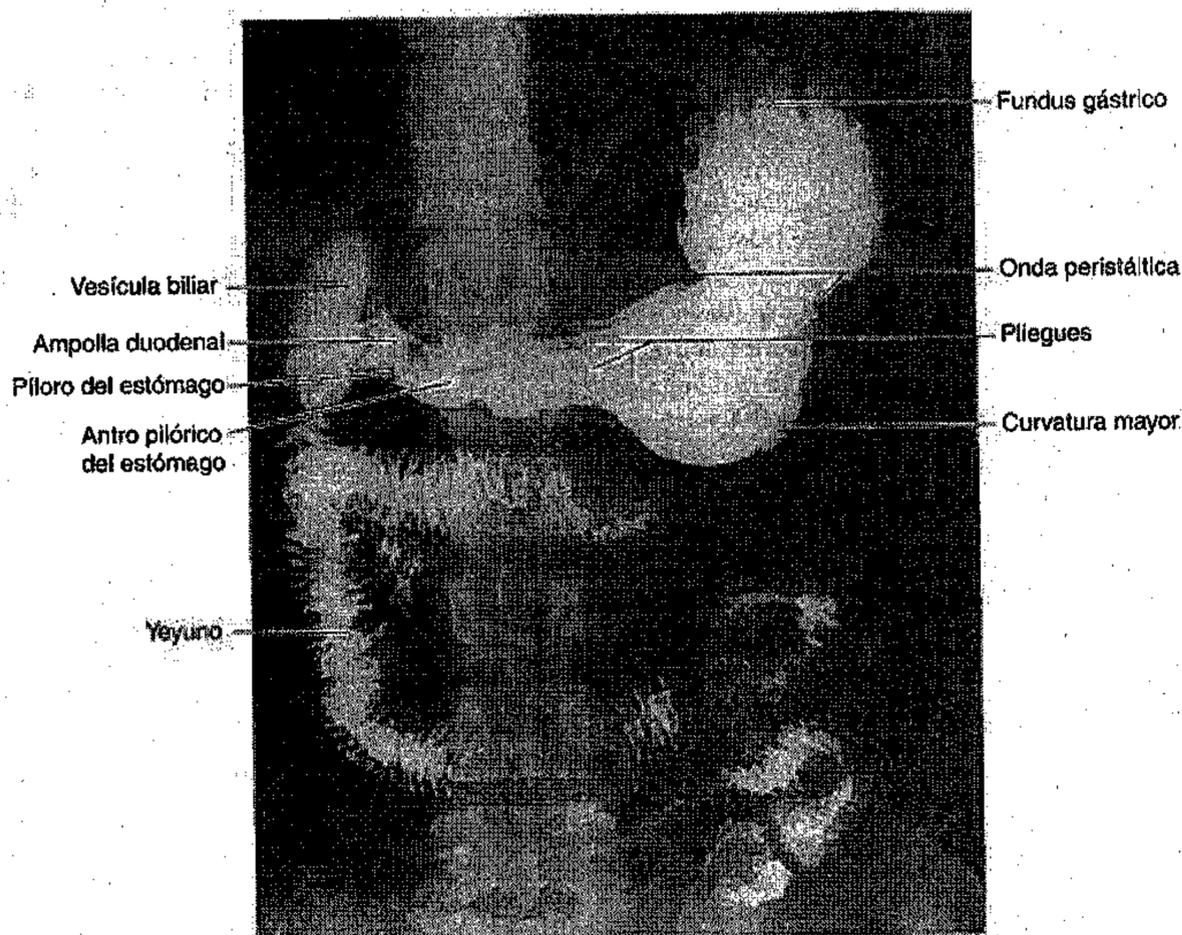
Radiografía del estómago, el intestino delgado y la vesícula biliar. Obsérvense los pliegues gástricos (pliegues longitudinales de la mucosa). También puede verse la onda peristáltica que desplaza el contenido gástrico hacia el duodeno, el cual se encuentra muy próximo a la vesícula biliar. (Cortesía del Dr. J. Heslin, Toronto, ON, Canada.)
